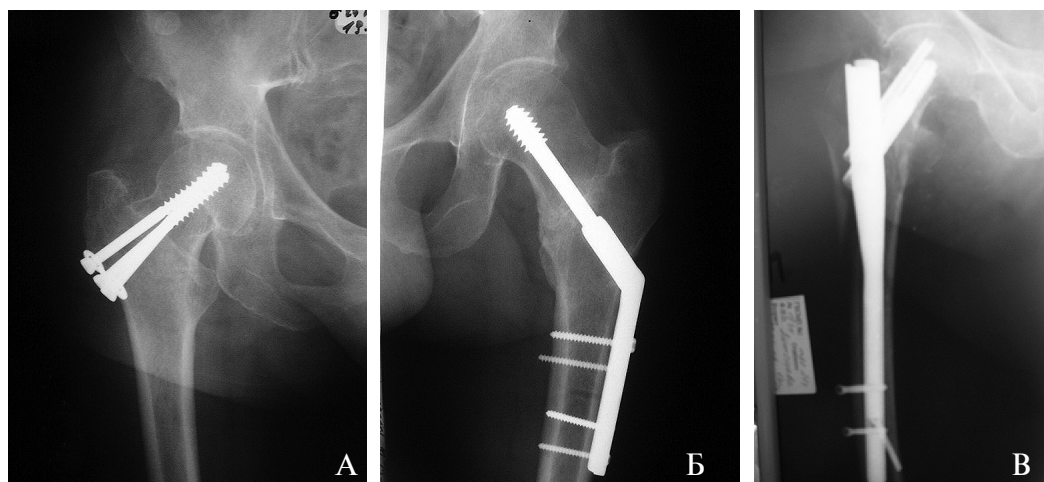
Рентгенограммы пациентов после остеосинтеза переломов проксимального отдела бедренной кости современными видами фиксаторов: А — с использованием винтов, рекомендованных Международной ассоциацией остеосинтеза; Б — с использованием системы DHS; В — с использованием шейечно-медуллярного блокируемого штифта.
